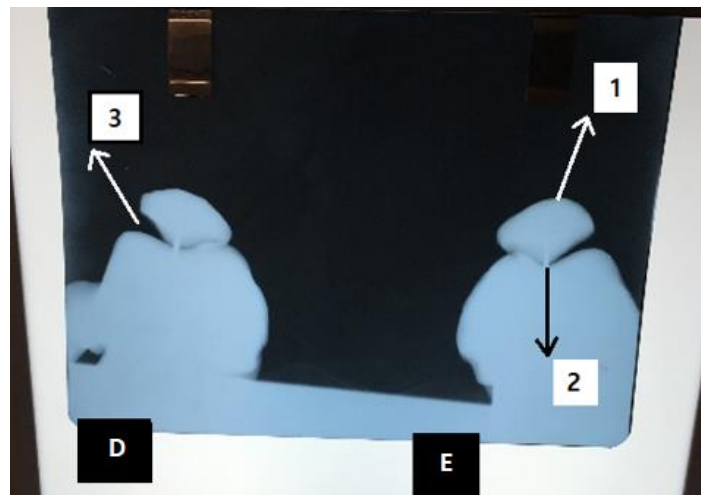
Radiografia axial de patela, lado direito (D) e lado esquerdo (E).
